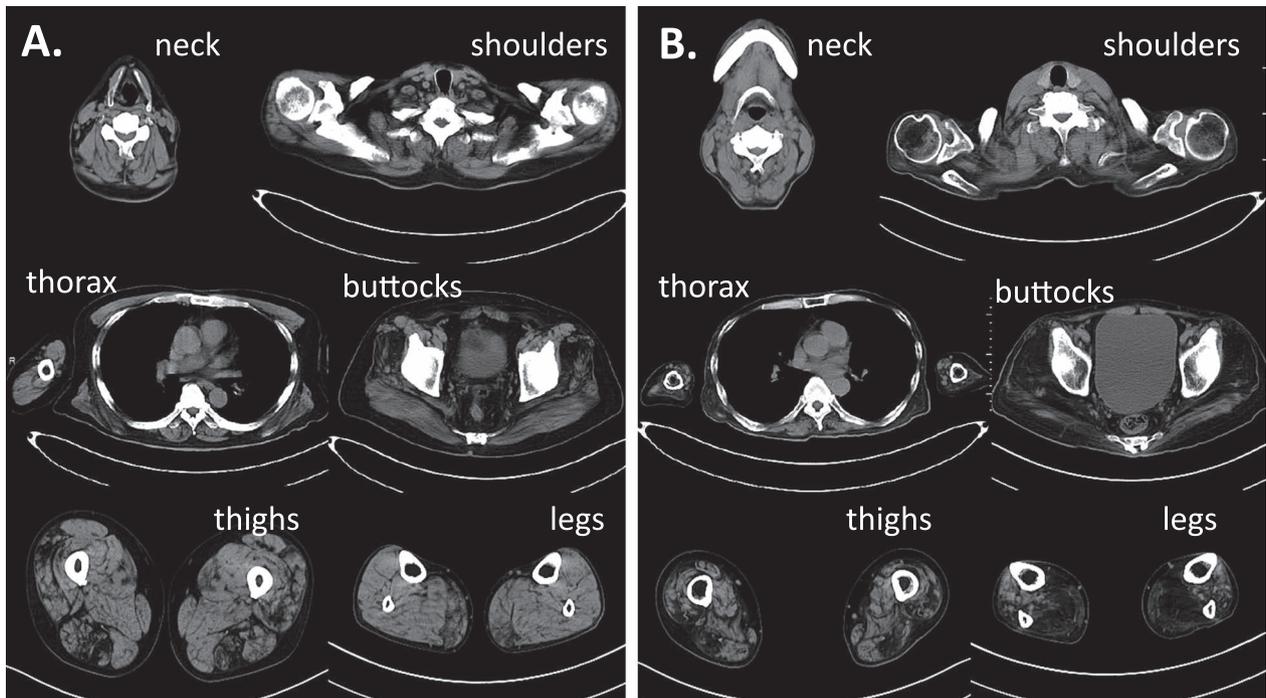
CT scans of muscles at the level of neck, shoulders, thorax, buttocks, thighs and legs.
